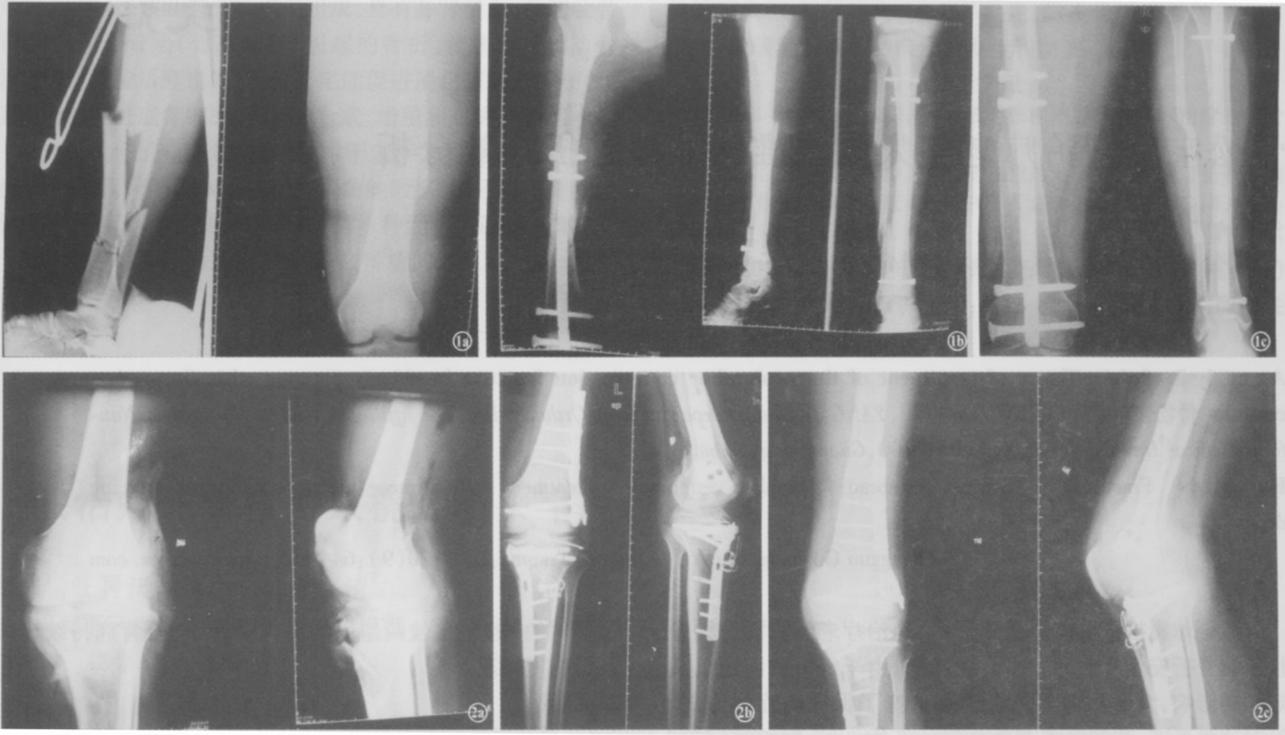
女, 35岁 1a 同侧股骨和胫腓骨骨折 1b 股骨予逆向交锁髓内钉固定, 胫腓骨予交锁髓内钉固定 1c 术后1.5年取内固定前摄X线片示骨折愈合 图2 男, 43岁 2a 同侧股骨髁和胫骨平台骨折 2b 股骨髁予股骨髁钢板固定, 胫骨平台予异型钢板固定 2c 术后1年取内固定前摄X线片示骨折愈合
